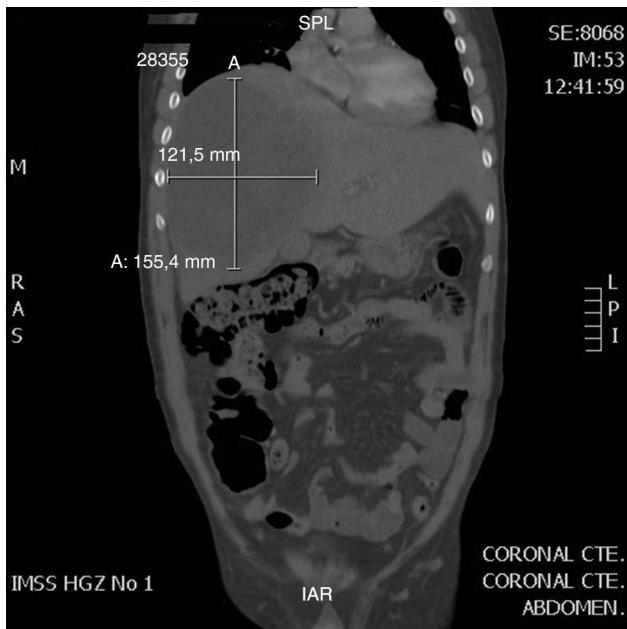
Tomografía computada de abdomen en la que se evidencia absceso hepático uniloculado.
